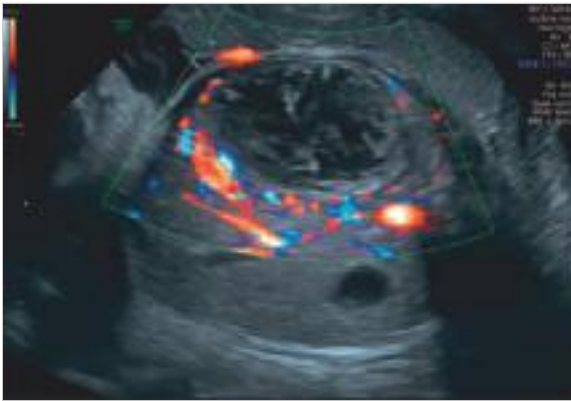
Differenzialdiagnose Nebennierenblutung vs. Tumor. Die hypoechoogene Struktur entspricht einer Nebennierenblutung. Es ist keine Perfusion mittels Dopplersonografie erkennbar, wodurch sich ein Tumor als mögliche Differenzialdiagnose ausschließen lässt.
